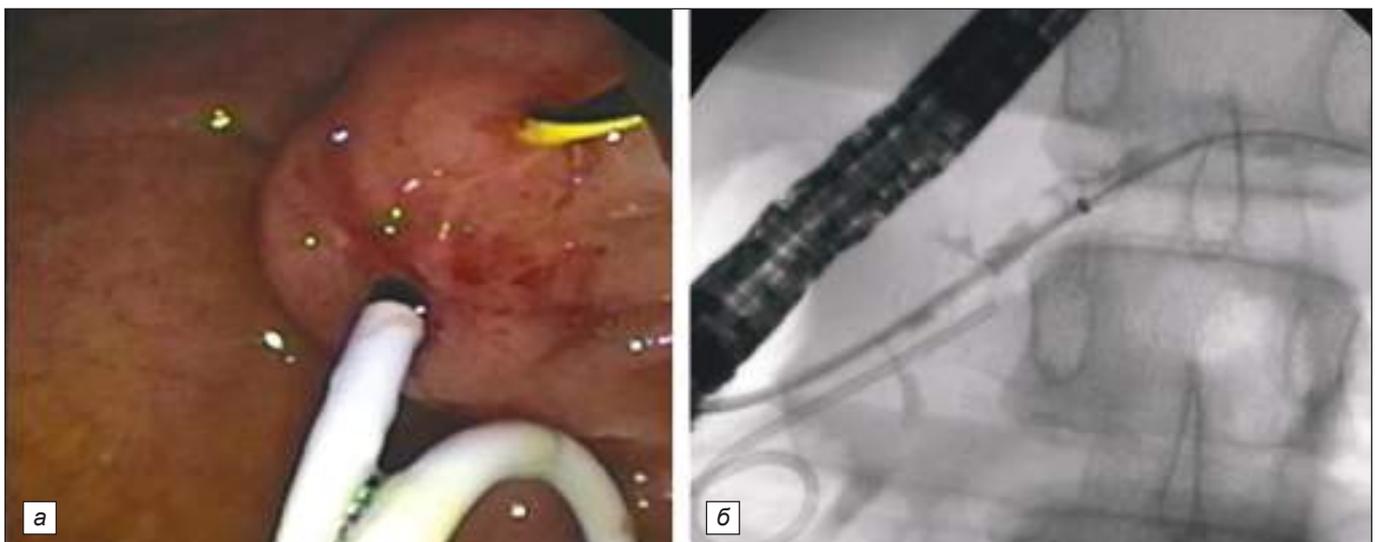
Эндоскопическое лечение панкреатита у ребёнка с разделённой поджелудочной железой: *а* – дуоденоскопия, пластиковый стент установлен в большом дуоденальном сосочке, проводник – в малом дуоденальном сосочке; *б* – рентгеноскопия, пластиковый стент в вентральном протоке поджелудочной железы, проводник в дорзальном протоке поджелудочной железы.
